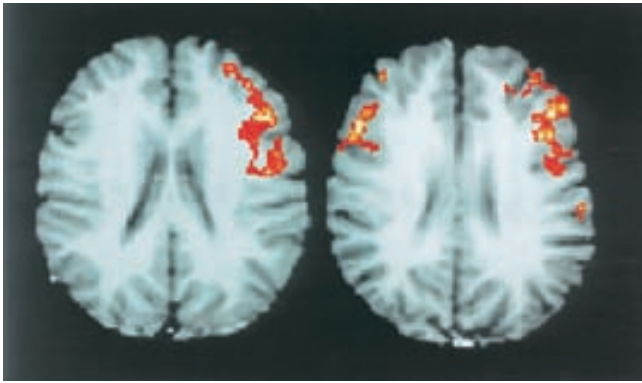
Imágenes de tomografía por emisión de positrones (PET) del hemisferio cerebral izquierdo, en el cual se identifican áreas de máxima activación neuronal cuando el sujeto realizó diversas actividades basadas en el lenguaje. (Tomada de Widmaier EP, Raff H, Strang KT: *Vander's Human Physiology*, McGraw-Hill, 2008.)
